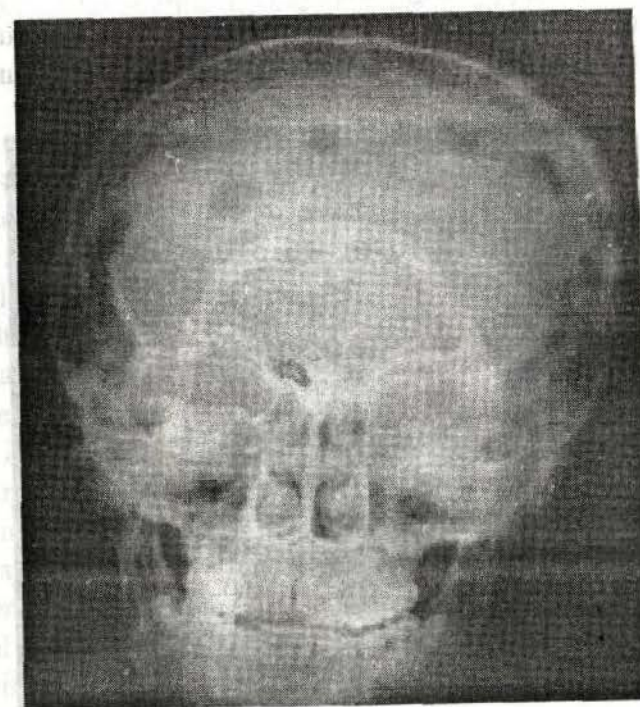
Radiografia craniului în incidență frontală. Metastaze în oasele bolții craniului.
